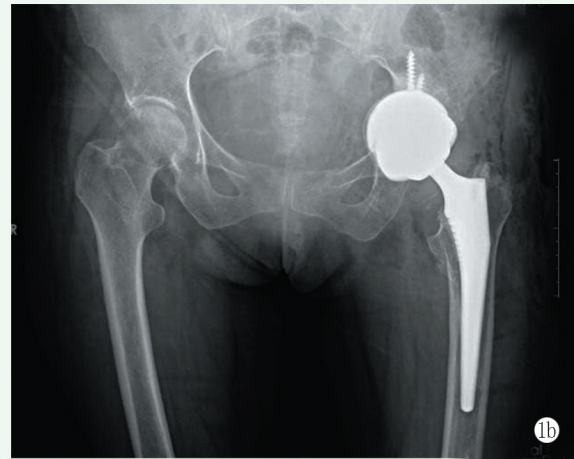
患者, 女, 62岁, 全髋关节术后无菌性松动, 行HTA翻修术 1a: 术前双髋正位X线片示假体松动, 骨盆内陷 1b: 术后1年双髋正位X线片示假体位置良好
